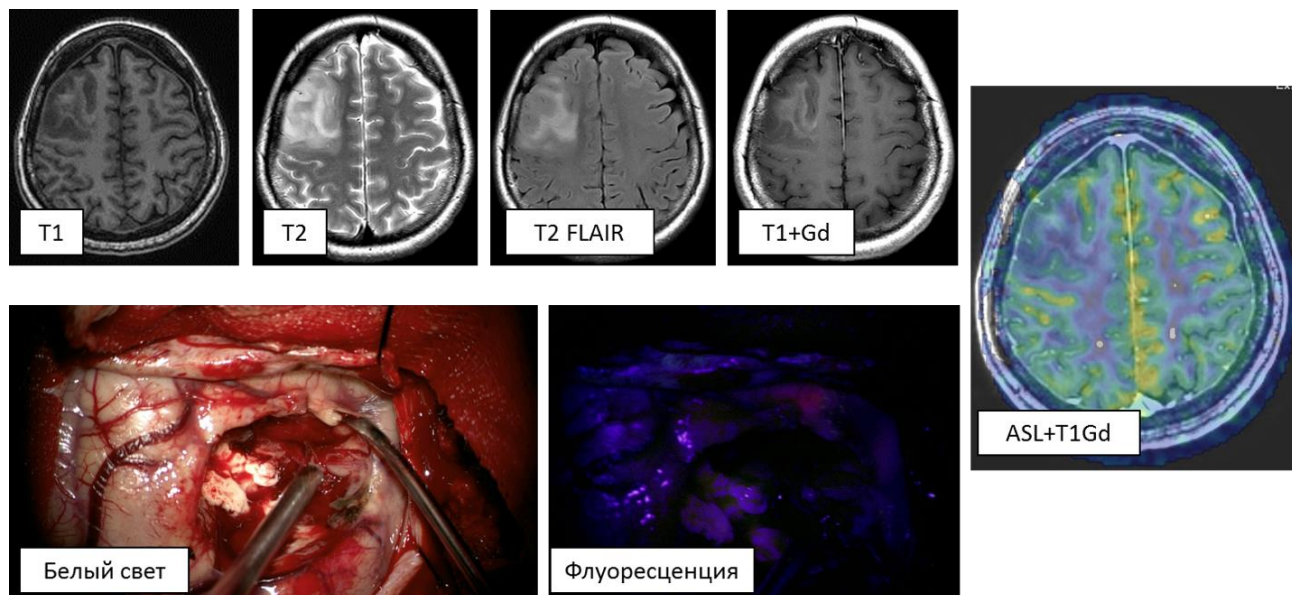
Клиническое наблюдение 7. МР-исследование пациента с объемным образованием правой лобной доли. ASL-перфузия не выявила участков повышения кровотока в строме опухоли: TBF = 58,51 мл/100г/мин. Во время операции с использованием флуоресцентной диагностики в опухолевом объеме визуализировался точечный участок свечения, что недостаточно для определения границ опухоли.
